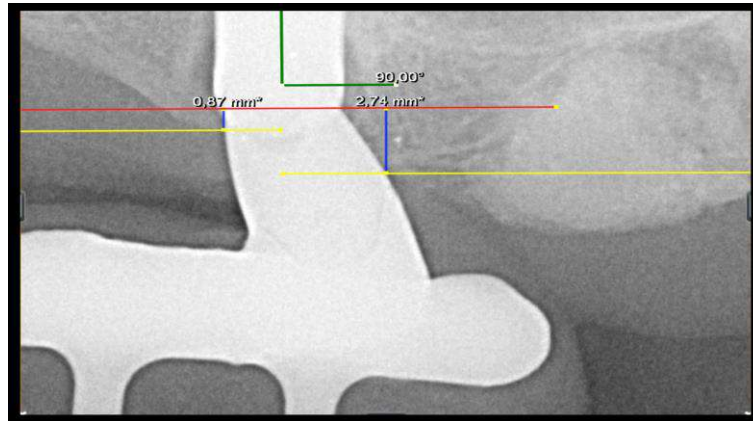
Exemplo de mensuração da altura óssea (mesial e distal), em imagem de radiografia intrabucal de implante zigomático do lado esquerdo.
